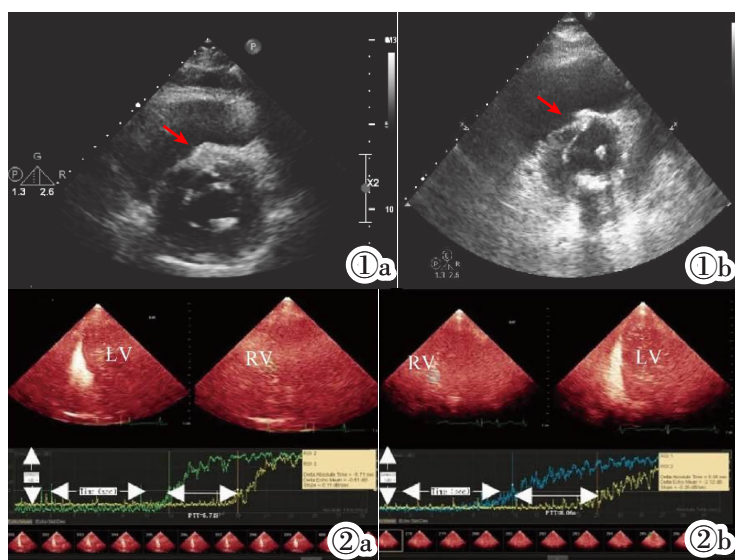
两组患者心脏超声心动图结果 (红色箭头定位前间隔)。图示区域为左心室短轴切面中段层面; 图 1a: HFpEF 合并 PAF 组, 表现二尖瓣后瓣环钙化; 图 1b: HFpEF 组, 表现左心室室间隔非对称性肥厚。图 2 两组患者心脏超声结果。图 2a: HFpEF 合并 PAF 组; 图 2b: HFpEF 组; RV: 右心室; LV: 左心室。图示选择区域为右心室和左心室, 右心室内为三尖瓣开放瓣尖位置, 且位于室间隔与右心室游离壁的中点; 左心室内为二尖瓣开放瓣尖位置, 且位于室间隔与左心室侧壁的中点。
